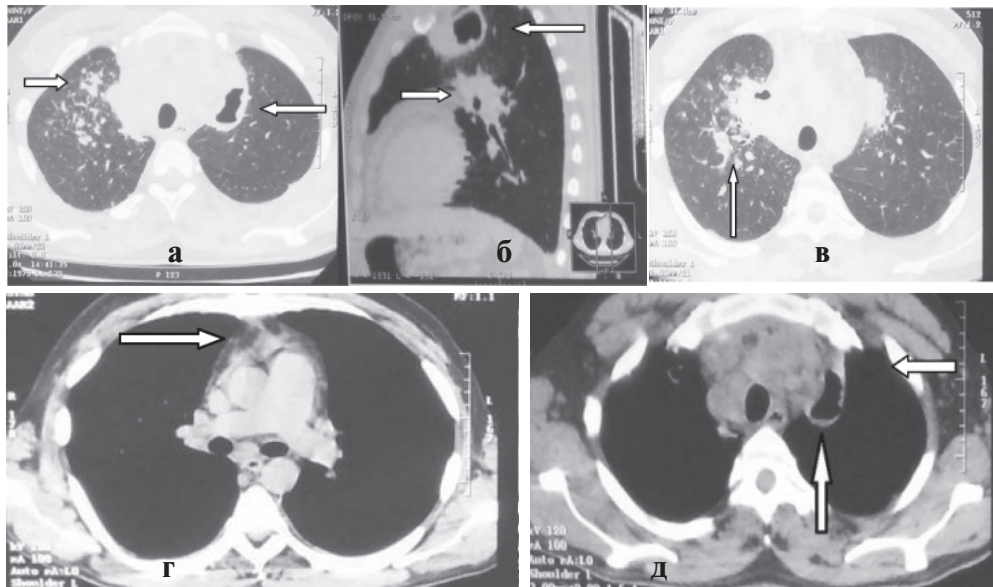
Компьютерная томография органов грудной полости от 27.12.2013 г.: (а, б, в) – в S3 правого легкого образование с эксцентрически расположенной полостью распада размерами до 31×29×28 мм, в S1, S2, S3 справа – множественные полиморфные мягкотканые субплевральные и перибронховаскулярные очаги, слева парамедиастинально – образование с полостью распада размерами 58×25×48 мм; (г, д) – увеличены паратрахеальные лимфоузлы до 35 мм, под бифуркацией трахеи лимфоузел размерами до 19×13×34 мм; справа в корне бронхиальные и бронхопульмональные лимфоузлы до 10×15 мм
